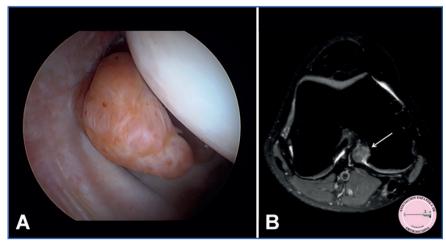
Sinovitis villonodular pigmentada focal (SNVPF). Zona de la membrana sinovial afectada por la SNVPF presentándose en su característica forma lobular (A). La resonancia magnética es un método muy valioso para el diagnóstico de esta patología, donde se observa masa nodular bien definida (flecha) (B).
